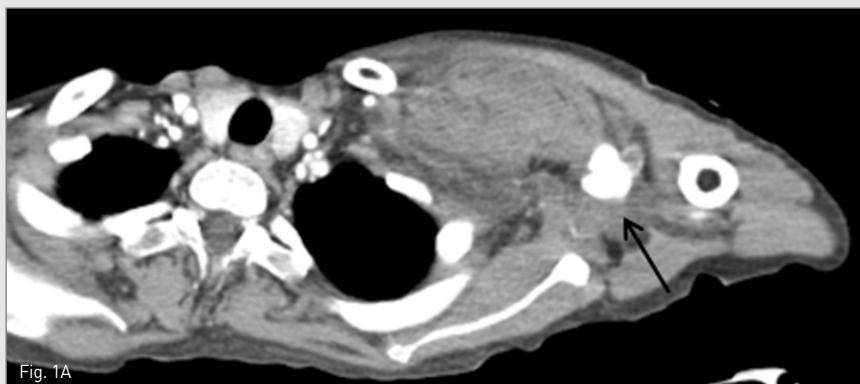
Chest CT shows contrast extravasation from left axillary artery, forming a huge psuedoaneurysm (arrow) and resultant hematoma in the anterior chest wall (arrowheads).
